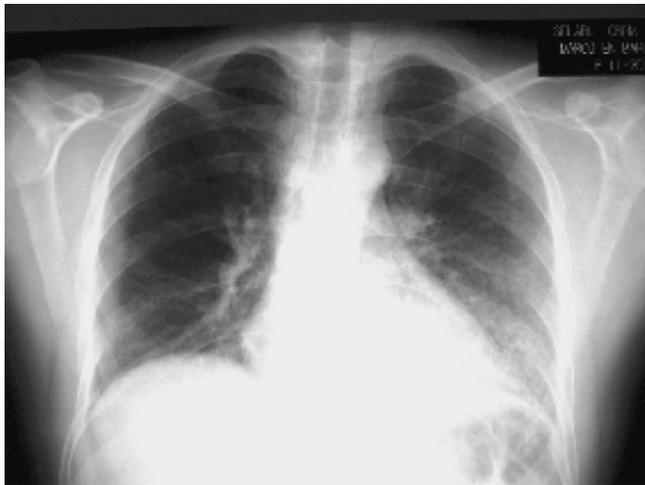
Radiographie thoracique standard de face. Présence d'un syndrome interstitiel non systématisé bibasal prédominant à gauche.
